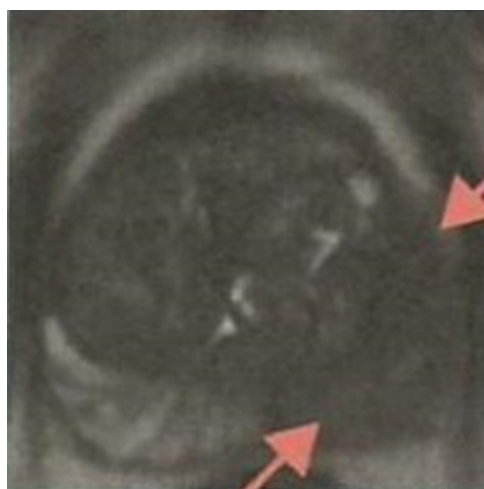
IRM de la prostate séquence pondérée T2 ; coupe axiale ; PI-RADS 5: Hyposignal discret focal avec extension extracapsulaire ou de caractère invasif ou effet de masse sur la capsule (bulging) ou large contact (15 mm) avec la capsule
